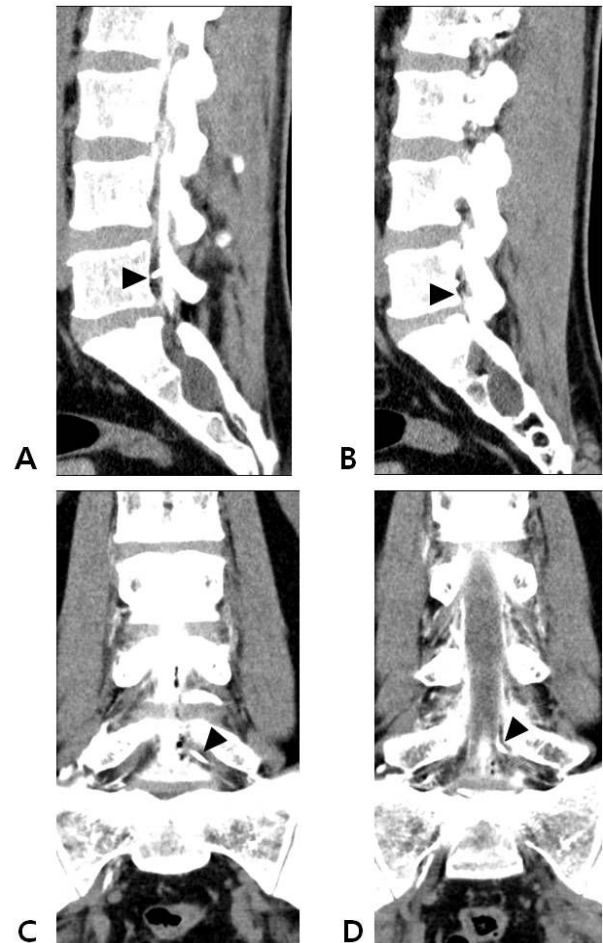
CT images showing the path of catheter at sagittal view (A, B) and coronal view (C, D). Black arrow heads indicate the localization of catheter tip.
